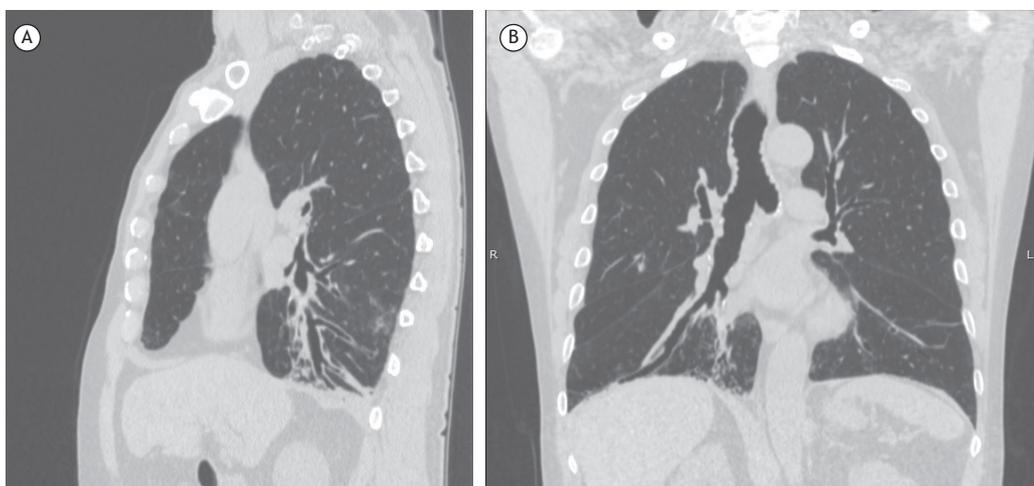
Em A, TC de tórax em corte sagital demonstrando bronquiolectasias, atelectasias e áreas de opacidade em vidro fosco nos lobos inferiores. Em B, TC de tórax em corte coronal demonstrando uma melhor visualização de bronquiolectasias no lobo inferior direito.
